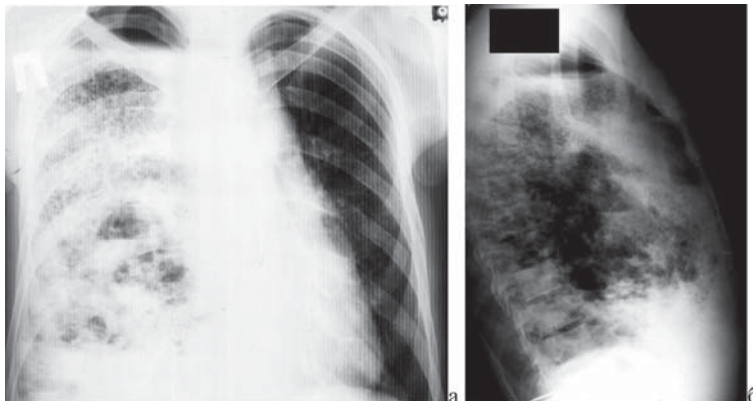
Распространенная гангрена правого легкого. Обзорная рентгенограмма грудной клетки в прямой (а) и правой (б) боковой проекции.
